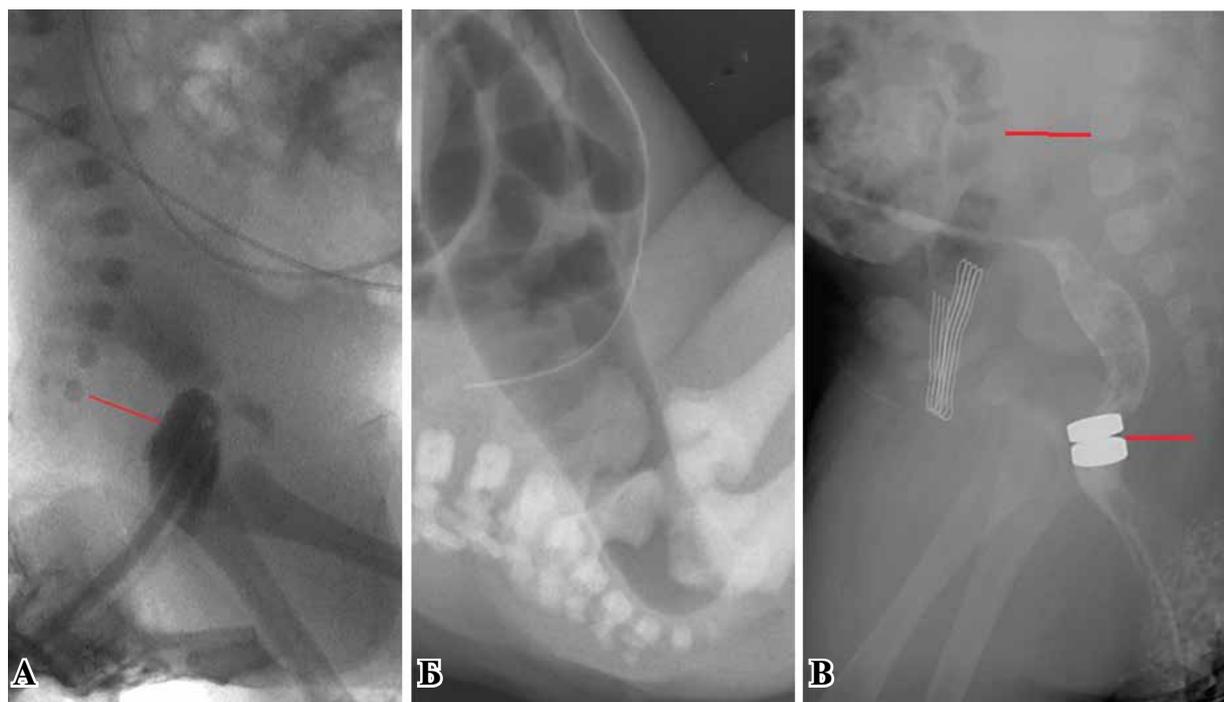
Авторы статьи оценили результаты обследования следующим образом: клиническое обследование мальчика весом 1680 г выявило нормальный внешний вид ануса, расположенного на своем месте. Однако не было выделения мекония. При пальцевом ректальном исследовании обнаружено слепое окончание прямой кишки в 2 см выше зубчатой линии. Обзорная рентгенограмма брюшной полости выявила расширенные петли кишечника, а контрастная клизма выявила атрезию прямой кишки (А) [23]. Однако описание (А) не соответствует действительности. Во-первых, обращает на себя внимание резкое расширение ретро-ректального пространства. Во-вторых, не происходит расширения петель кишечника. В-третьих, отсутствует расширение прямой кишки над предполагаемым местом непроходимости, как это видно на примере (Б) из статьи Stenstrup et al. [6]. На рисунке (В) видно смещение магнитов вперед, вызванное образованием, расположенным позади прямой кишки. В то же время при наличии колостомы аэрация кишечника мало чем отличается от первой рентгенограммы (А).
